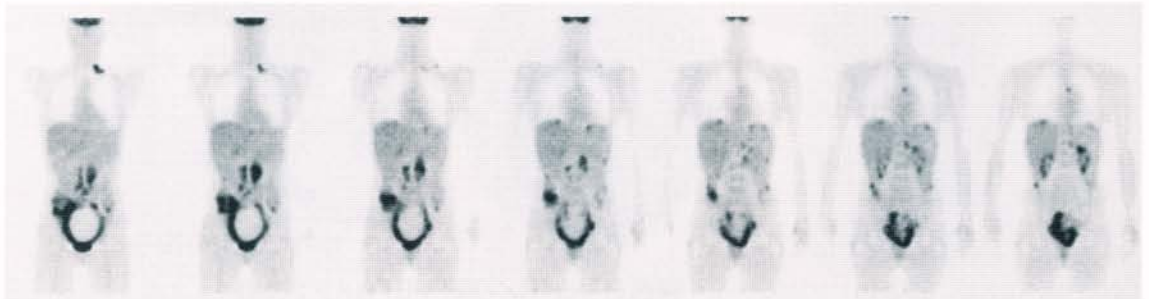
(症例 1) ¹⁸F-FDG PET 冠状断像
